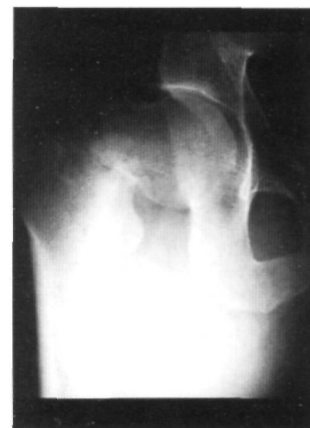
Radiografía en proyección A-P de cadera derecha que muestra la fractura desplazada del cuello femoral.
